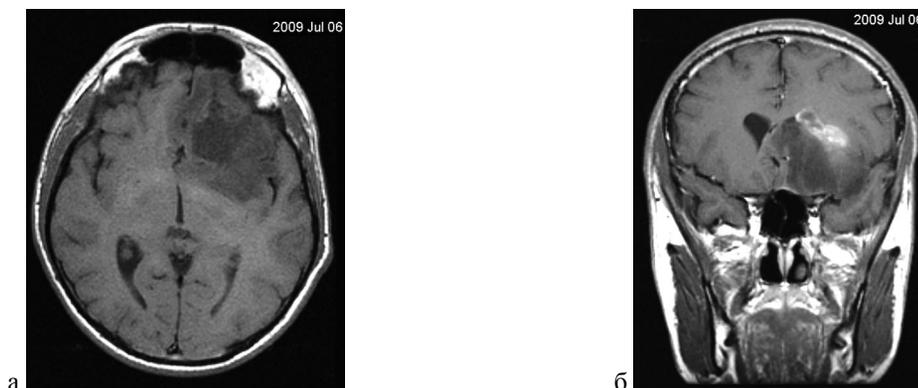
Глиобластома глубоких отделов левой лобной доли. МРТ. а — аксиальная проекция; б — фронтальная проекция.
